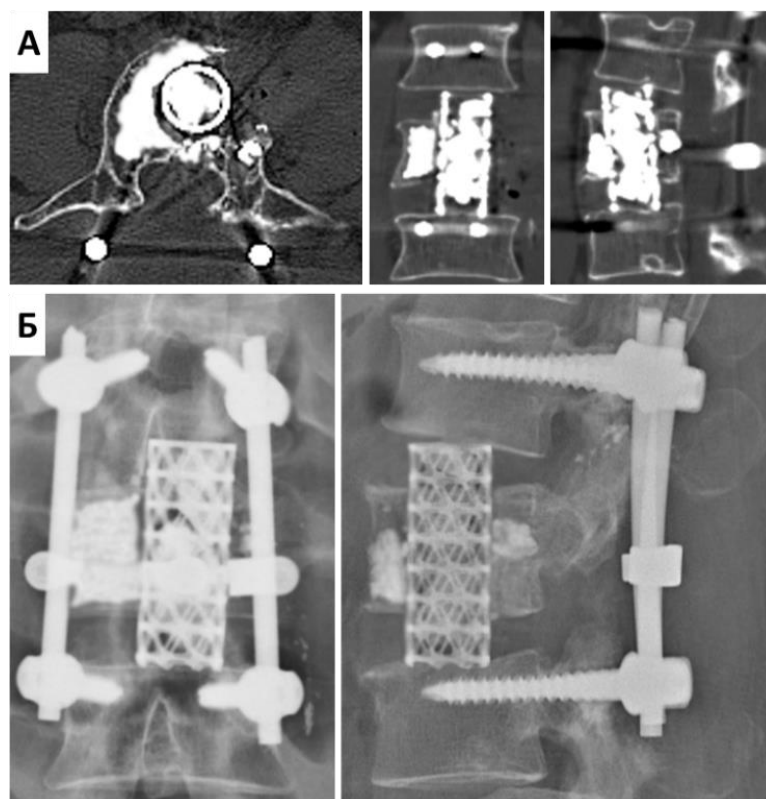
КТ-сканы (А) и рентгенограммы (Б) L1 позвонка больного И. после 2-го этапа лечения
